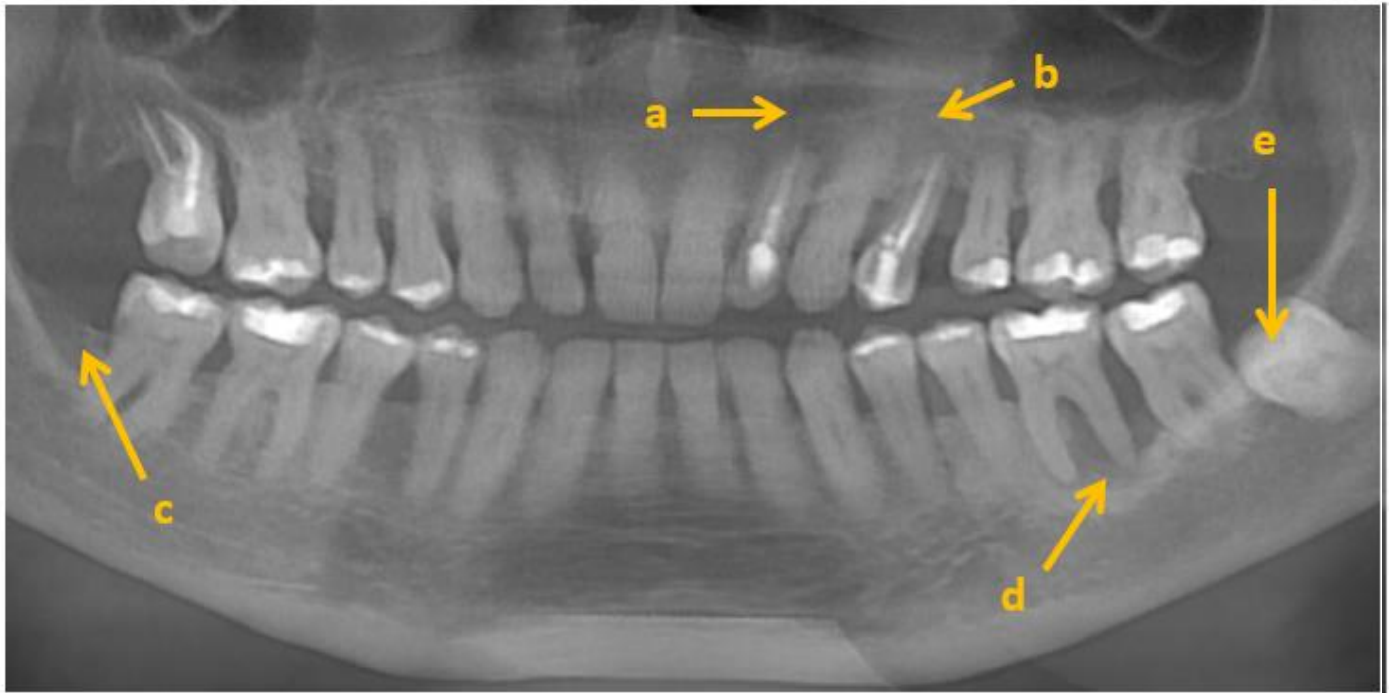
Ortopantomografía. Se observa zona radiolúcida, de forma redonda a nivel del ápice del diente 22 (a); también se observa zona radiolúcida de forma irregular a nivel del ápice del diente 24 (b).
